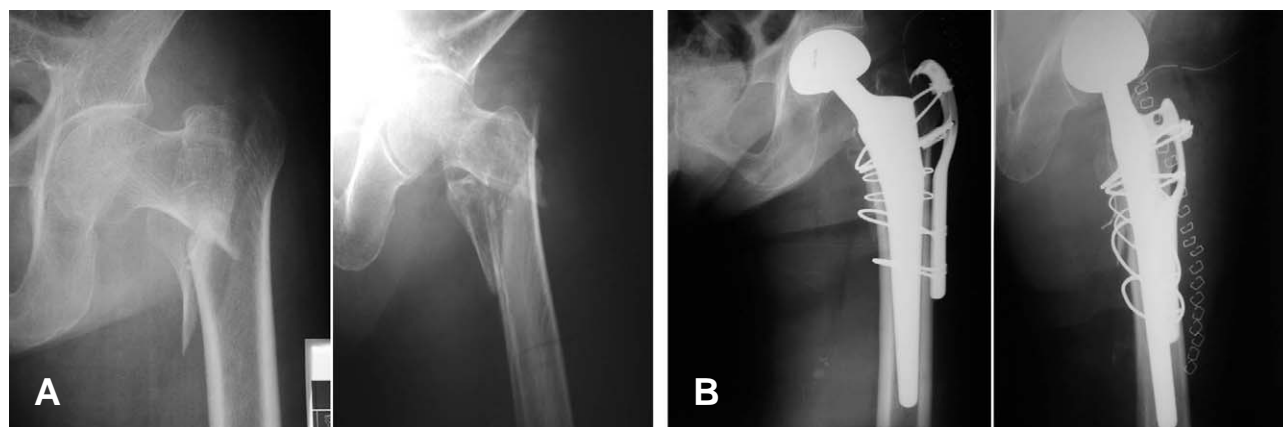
(A, B) Postoperative radiographs with a long GTRD for reattachment for greater trochanter shows firm, but bulky fixation.
